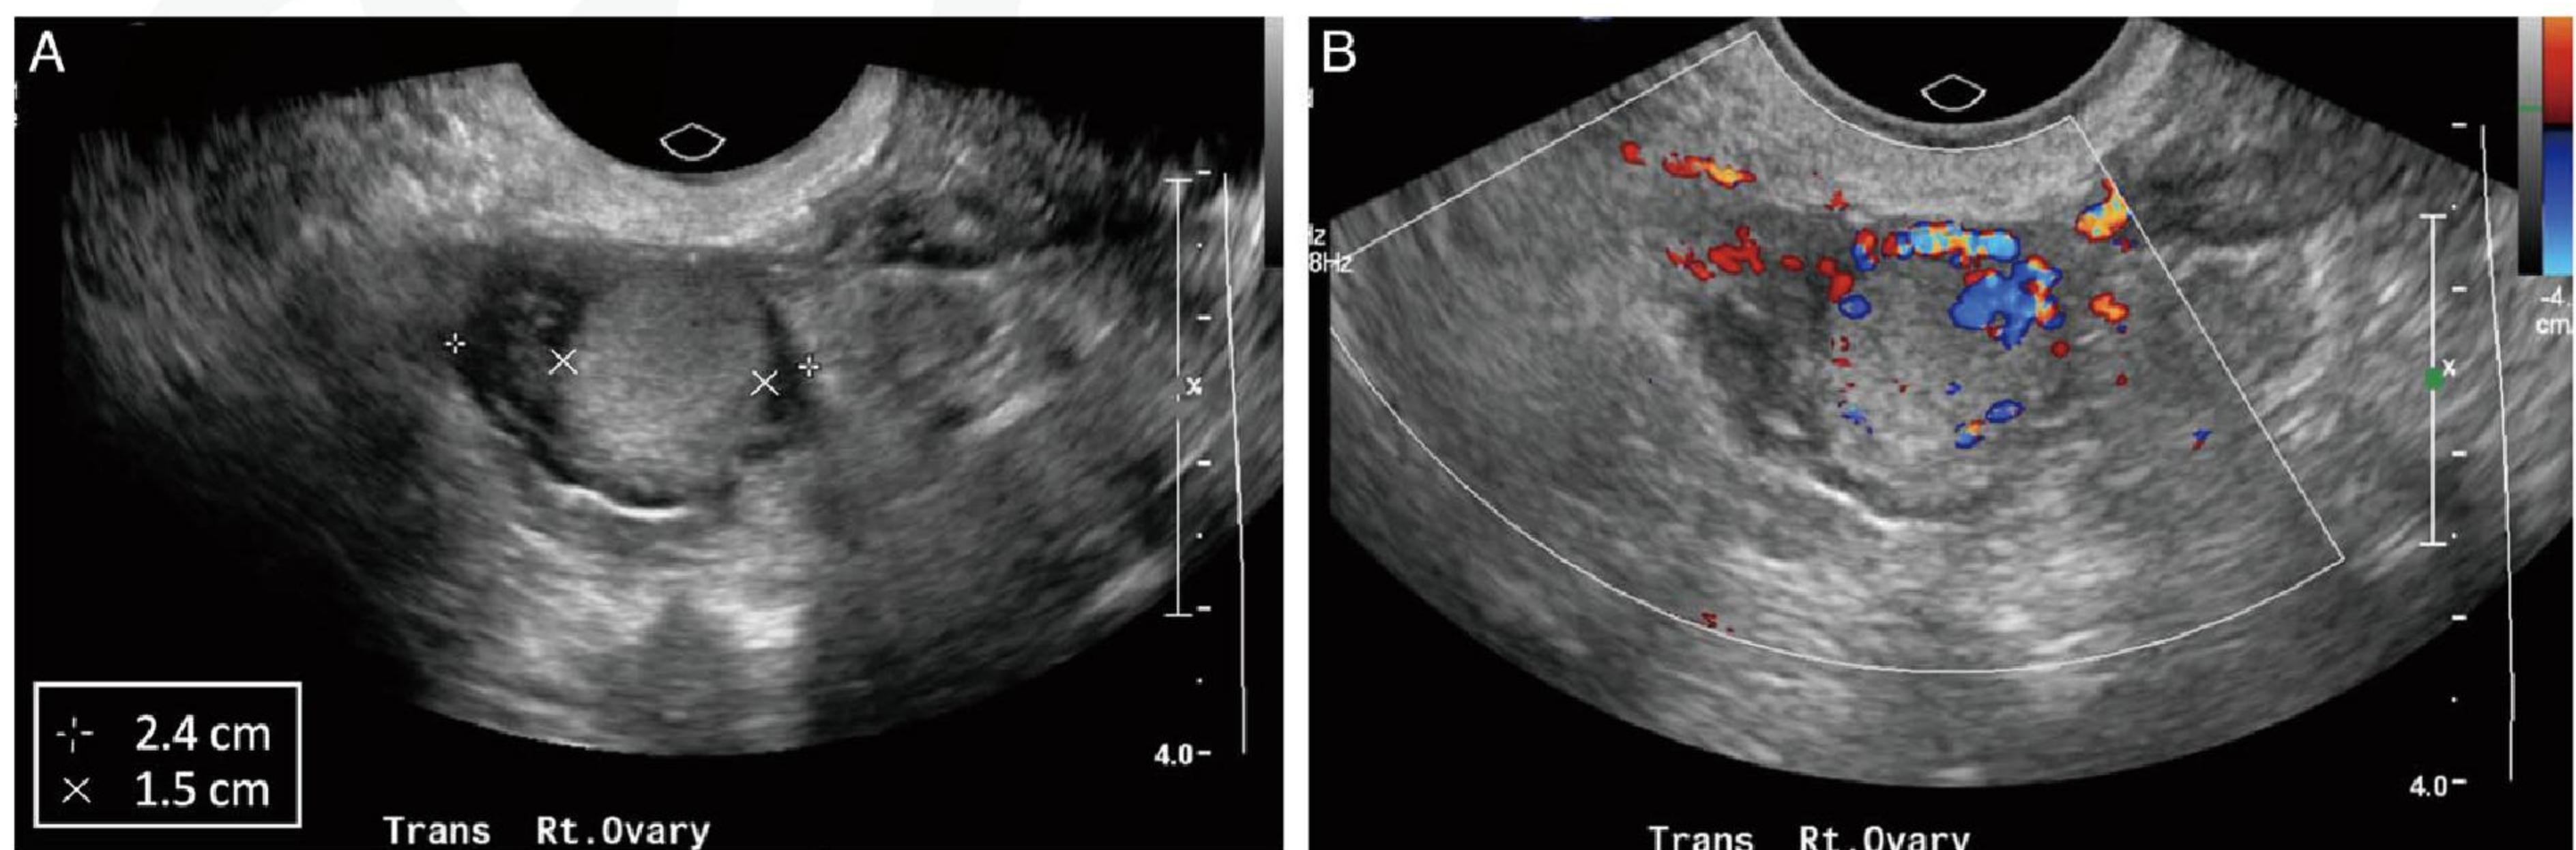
一例卵巢吻合状血管瘤的盆腔多普勒超声检查 (病例 1): 在 2.4cm 的异常右侧卵巢内, 可见 1.5cm 的圆形回声结节 (A) 显示中度血流信号 (B)。
